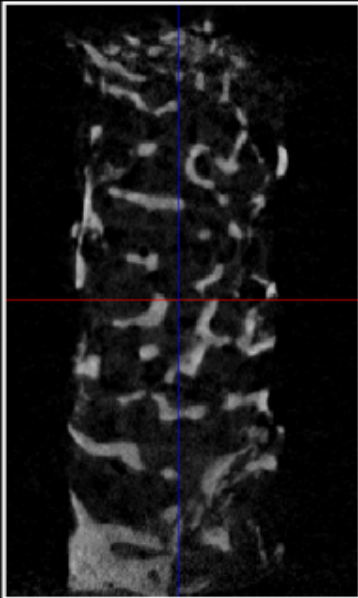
Imágenes y valores de las variables micro-estructurales tras el análisis mediante micro-TC de las biopsias óseas 6, 7, 12, 16, 19, 23, 24, 25, 26, 27, 32, 33, 34, 35, 37, 40, 43, 44, 48, 50 y 52.
